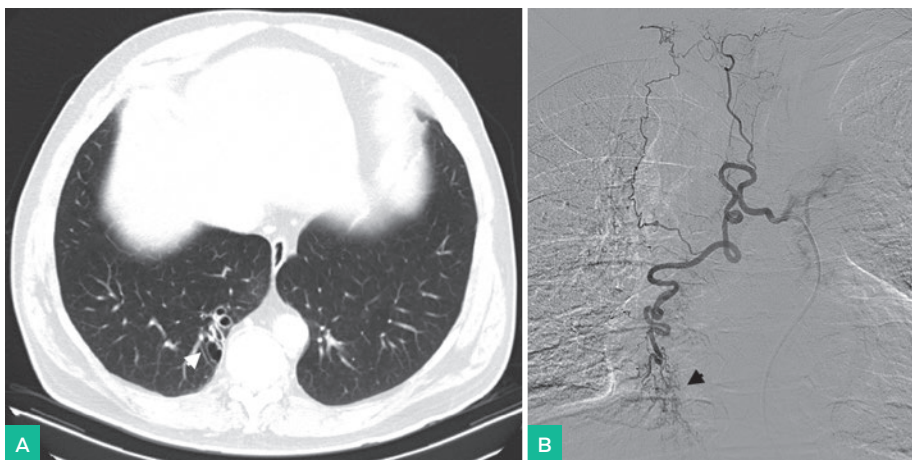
Bronquiectasias o dilataciones de los bronquios localizadas en el lóbulo inferior derecho. A. TC, corte axial ventana de pulmón. Cabeza de flecha señala dilataciones bronquiales (bronquiectasias) en la base pulmonar derecha. B. Arteriografía selectiva de arteria intercostobronquial derecha hipertrofia con realce anómalo en la base pulmonar derecha (bronquiectasias).
